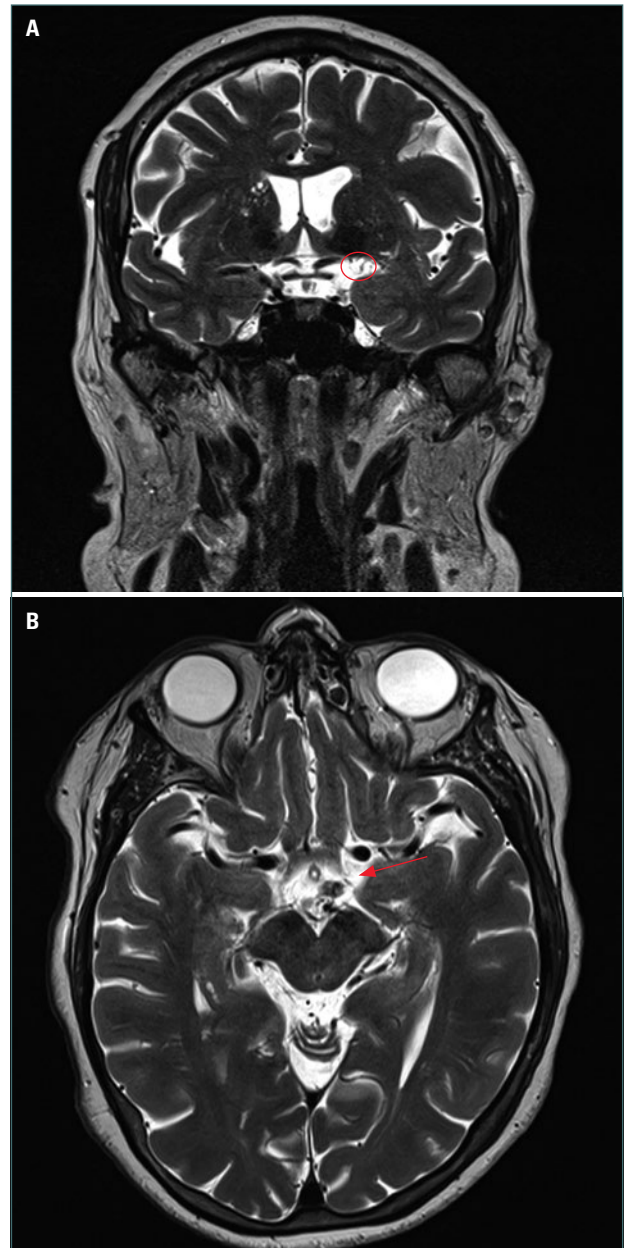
A y B: resonancia magnética cerebral con secuencias en T2 con engrosamiento y realce asimétrico del tejido que rodea las estructuras del seno cavernoso izquierdo.
